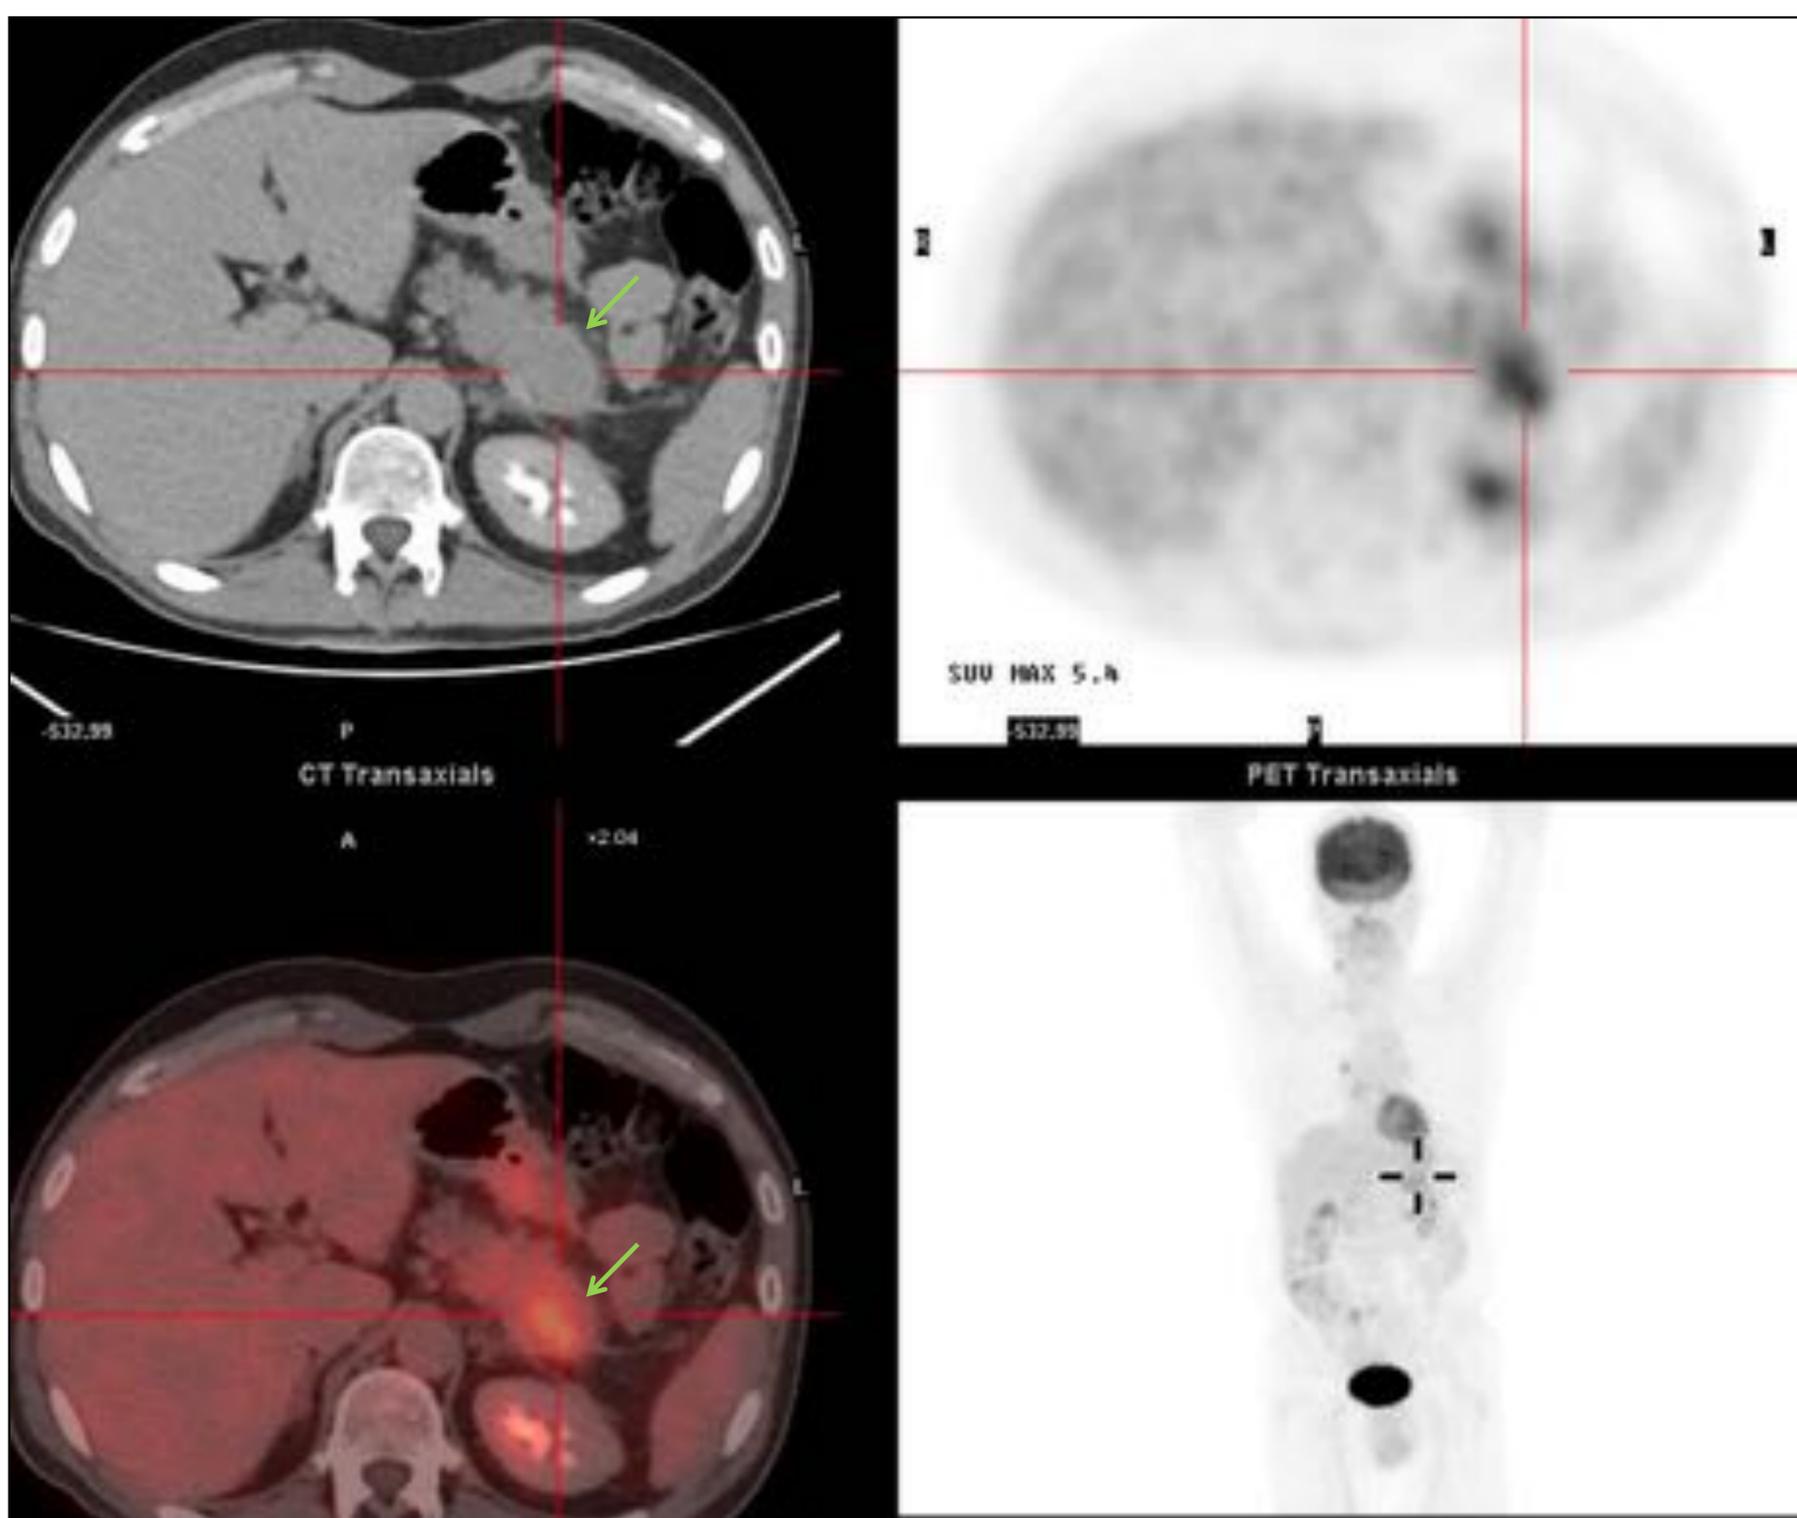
Varón de 61 años con adenocarcinoma orbitario derecho de origen lagrimal y adenopatías metastásicas. Imágenes axiales y reconstrucciones coronales de PET-TC con edema de la cola del páncreas y aumento de la actividad metabólica compatible con pancreatitis aguda autoinmune tras 6 ciclos de Nivolumab (flechas verdes).
